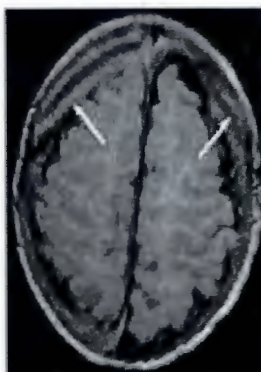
Caso 4. FLAIR axial. Colecciones subdurales (flechas blancas) con diferente intensidad de señal (dado que corresponden a traumas de diferente data) (flecha negra).
